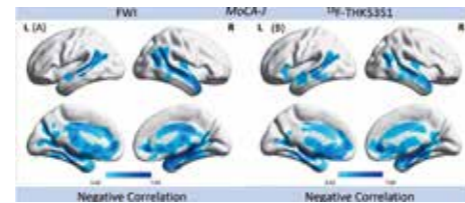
アルツハイマー病患者において、心理検査 (MoCA-J) とFWI (A) 及び心理検査とタウPET (B) 間で、いずれも側頭葉と前頭前野で優位な負の相関を認めた。
